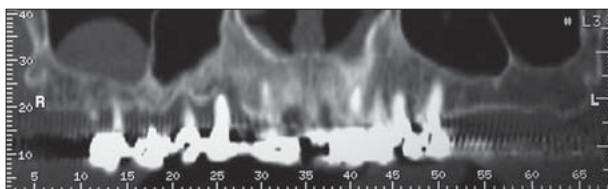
CT-Aufnahme der Ausgangssituation.
